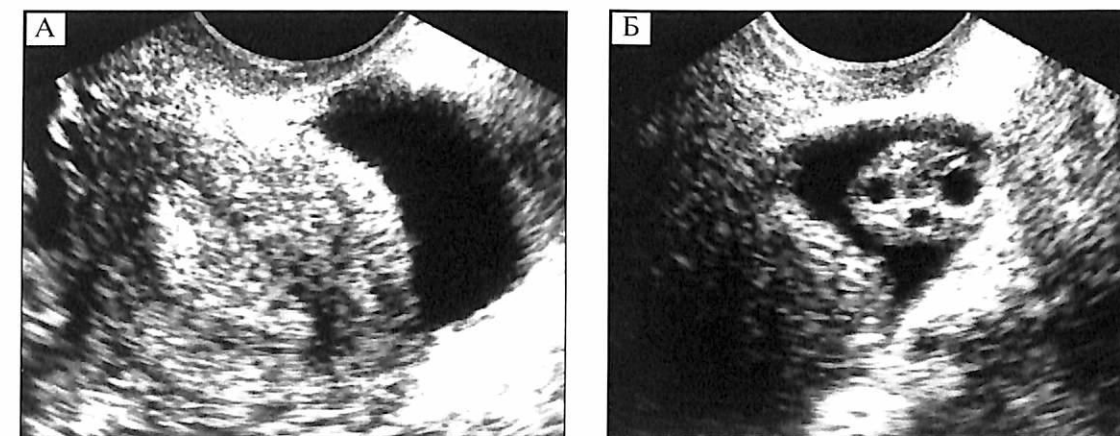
(А, Б). ТВ-УЗИ при нерезко выраженном гемоперитонеуме.
